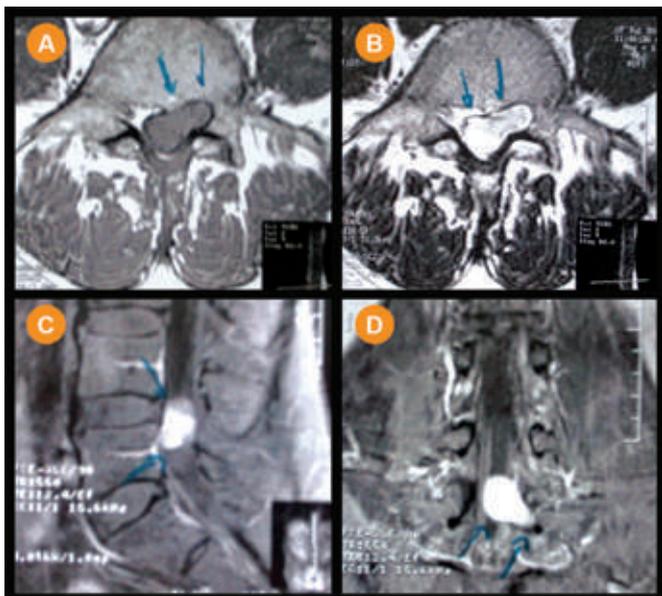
Gadolinium-enhanced MRI : an intradural 2,3 x 2,2 x 1,5 cm lesion (A and B), located in the lumbar L4-L5 level (C), extending to the left side (D).
